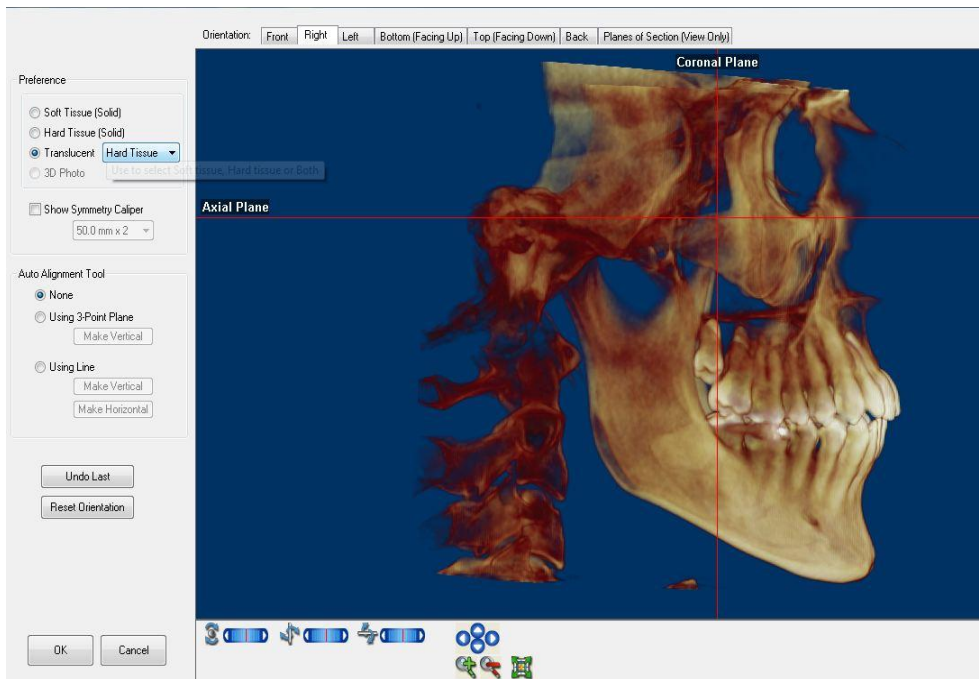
BT kaydı alınan hastanın tomografi cihazındaki pozisyonu
